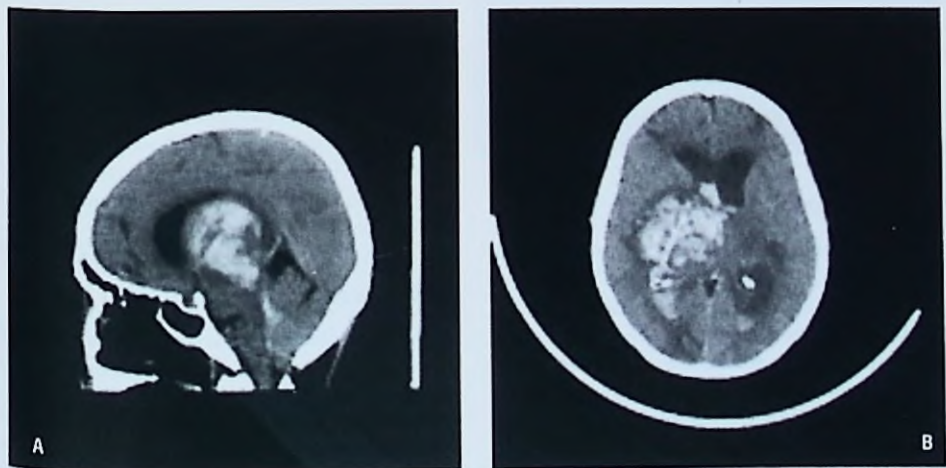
Paciente con encefalopatía hepática avanzada que sufre brusco deterioro del sensorio. La TC de cerebro en un corte sagital (A) y axial (B) sin contraste muestra una gran hemorragia profunda (imagen hiperdensa) con volcado intraventricular.
